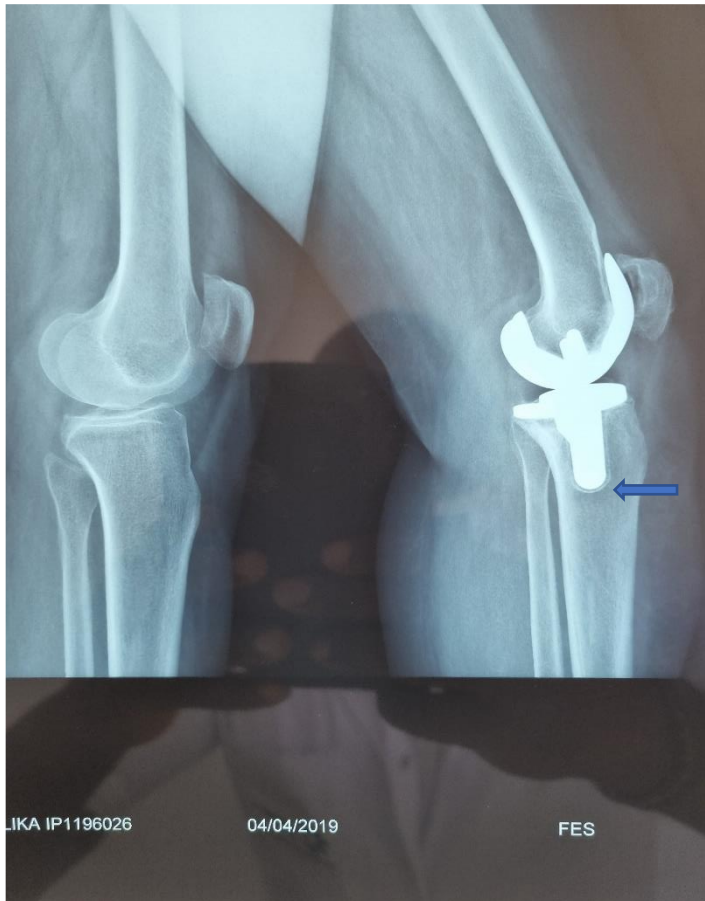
Radiographie de profil du genou gauche mettant en évidence le liseré tibial (service traumatologie b3 CHU)
